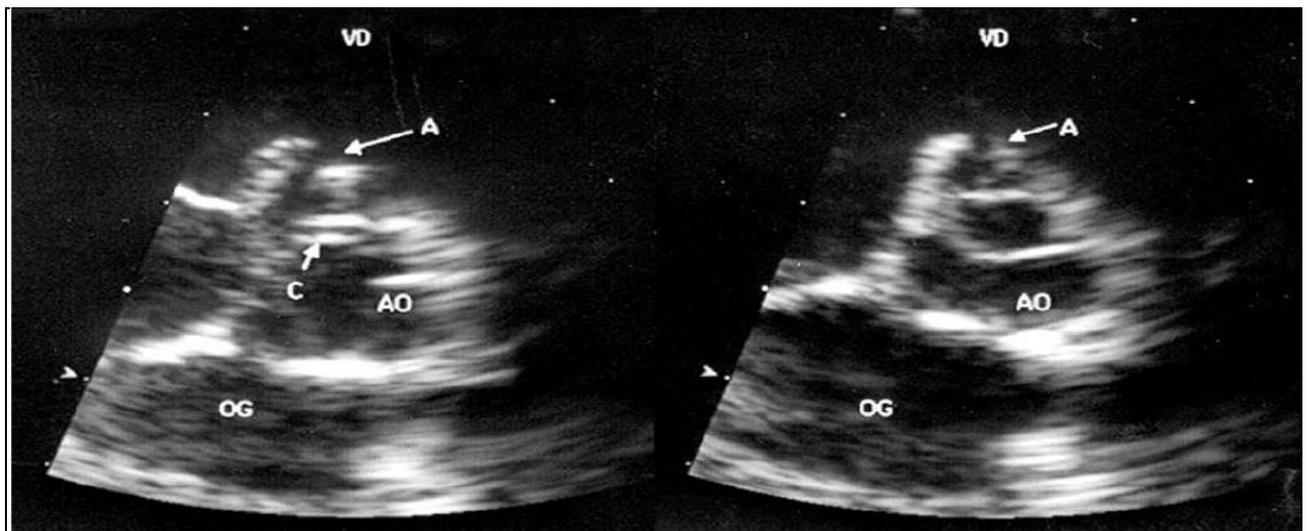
Échocardiographie d'une petite CIV périmembraneuse en coupe parasternale petit axe au niveau de l'orifice aortique. [5]
